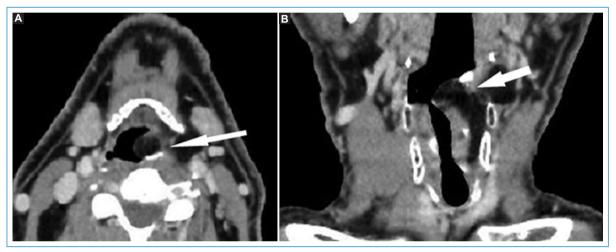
TC de cuello con contraste intravenoso con reconstrucciones axial (A) y coronal (B), dos años después de la cirugía, en la que se observa la recidiva de la lesión en el seno piriforme izquierdo, adyacente al clip quirúrgico en la hipofaringe (flechas).
